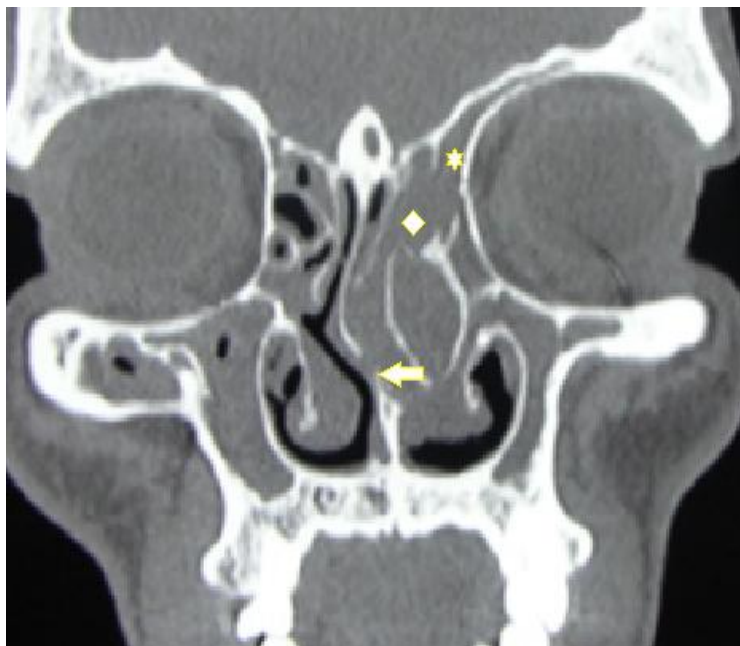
TDM massif facial coupe frontale qui objective le comblement du sinus frontal (étoile) avec lyse des trabéculations ethmoïdales (losange) et déviation de la cloison nasale [Imagerie du CHU HassanII].
